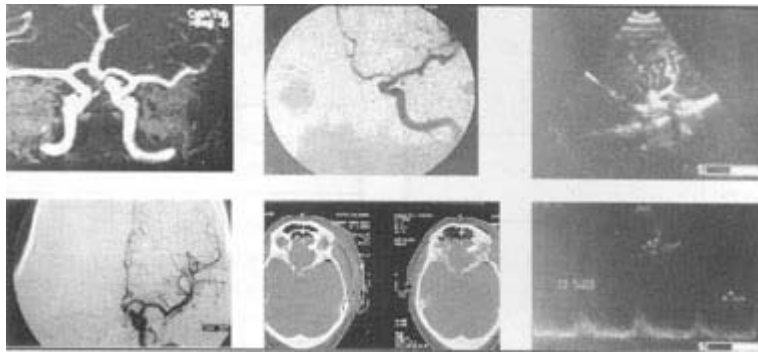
Aneurisma arterial. A: Angiografía por RM. B: Angiografía por Sustracción Digital (DSA) preoperatoria. C: DSA intraoperatoria postclipaje. D: TAC postoperatoria inmediata; ventana osea. E: Ecografía intraoperatoria. F: Eco Doppler Duplex (DD) Intraoperatorio.
